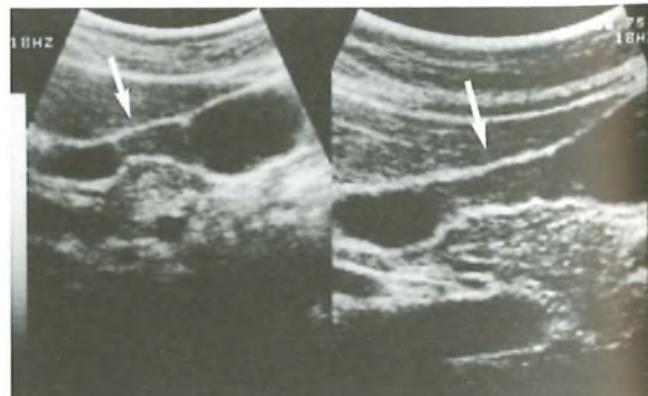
Ecotomografia della colecisti: l'immagine mostra una parziale stenosi della colecisti riferibile ad adenomiomatosi (frecce).
